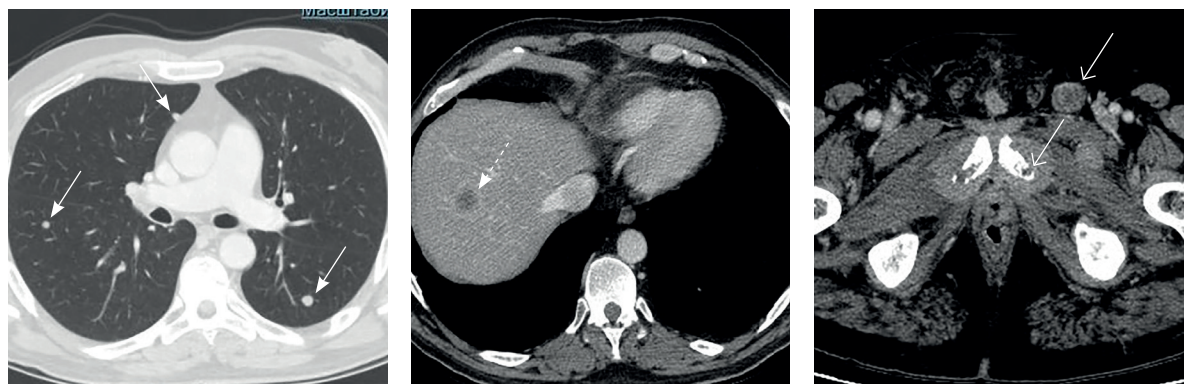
Компьютерная томограмма грудной клетки, брюшной полости и малого таза. Дальнейшее прогрессирование заболевания: метастазы в легочную ткань (сплошные стрелки), паренхиму печени (пунктирная стрелка), лонные кости и паховые лимфатические узлы (открытые стрелки)
